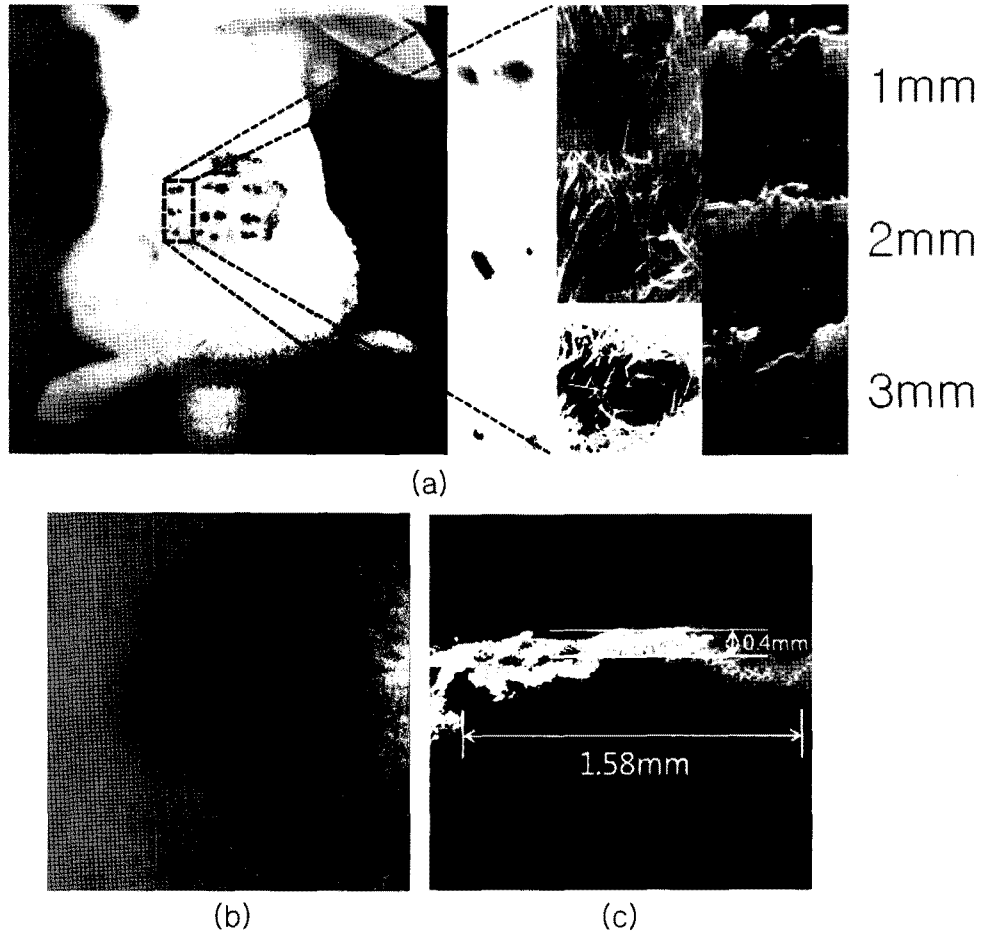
토끼피부의 문신 부위 관찰. (a) 바늘 노출 길이 별 관찰, (b) 현미경 관찰 영상, (c) 광간섭단층촬영 영상
